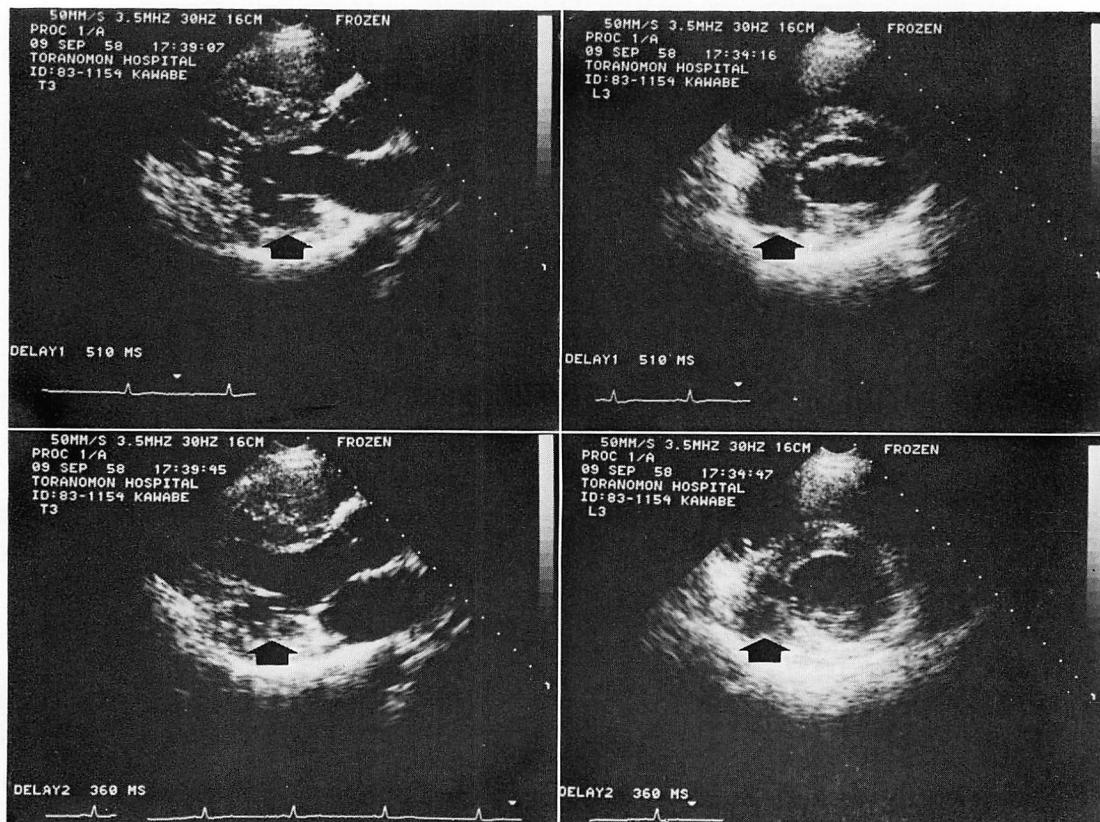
Two-dimensional echocardiograms (Case 1).
